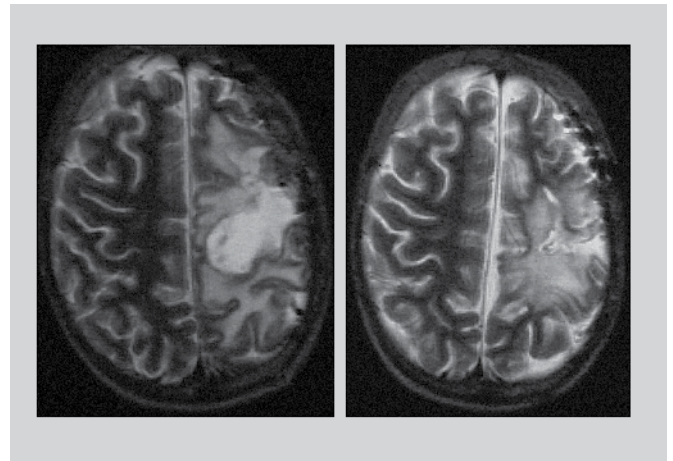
Компьютерные томограммы мозга больного до (слева) и после (справа) фотодинамической терапии в режиме биоуправления
